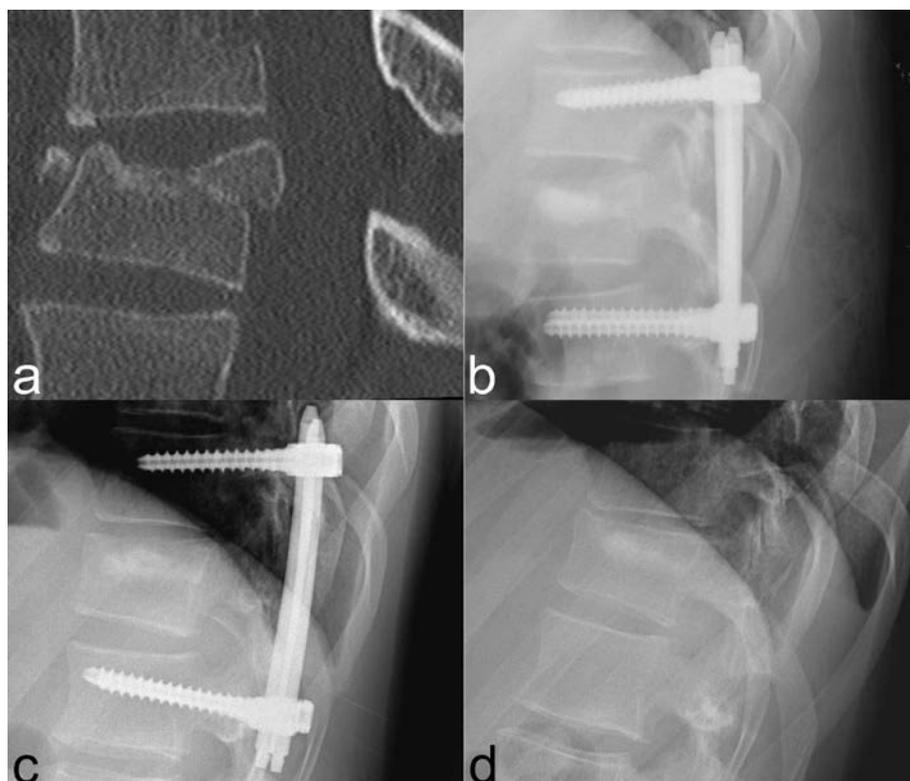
Verlauf bei einem 19-jährigen männlichen Patienten: (a) initiales CT mit A3-Fraktur von BWK XII, (b) postoperativ, (c) rund 17 Monate postoperativ vor MEX, (d) Abschlussbilder rund 40 Monate nach Verletzung
